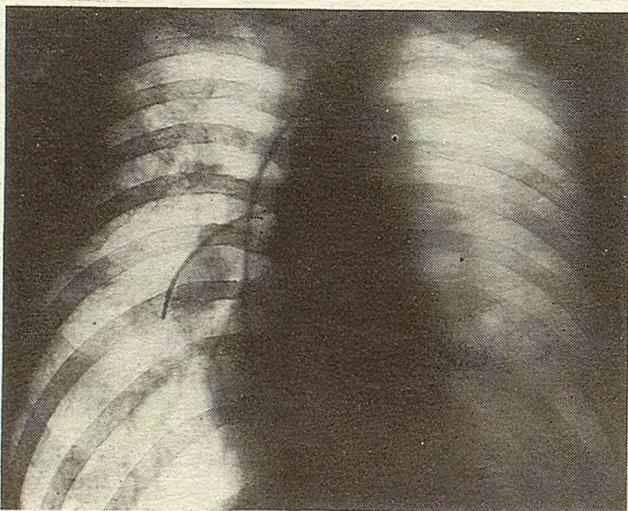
Рентгенограмма больного И. на четвертые сутки после операции.
